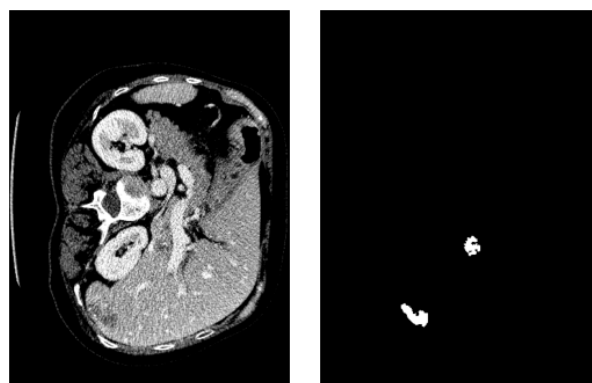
(a)CT 画像のスライスと(b)熟練の医師が作成した領域アノテーション
